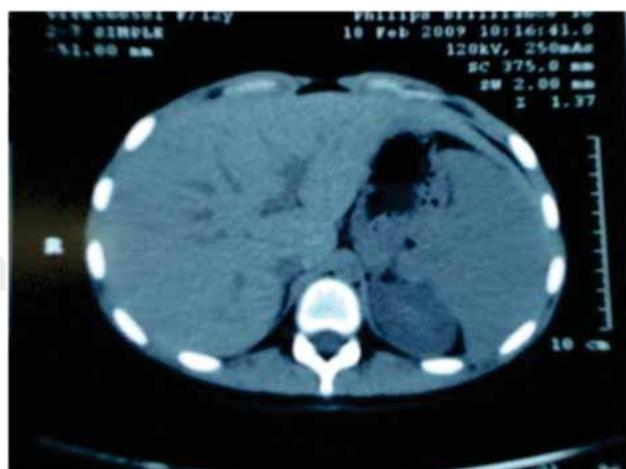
Tomografía computarizada. Esplenomegalia con moderado desplazamiento renal izquierdo. (Caso 1).
